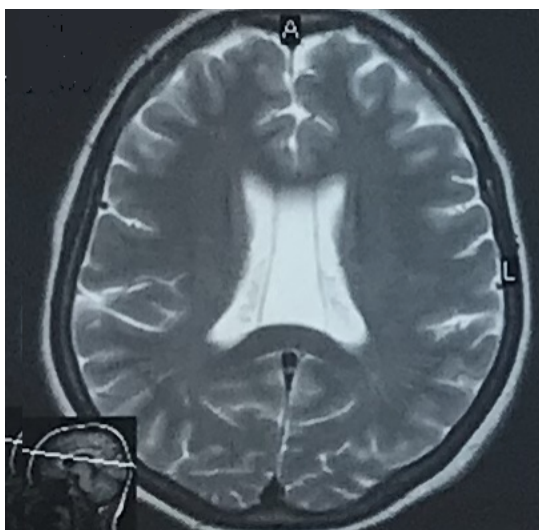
МРТ головного мозга, пациентка С-ва В.П. (И/б № 143871-2003)
